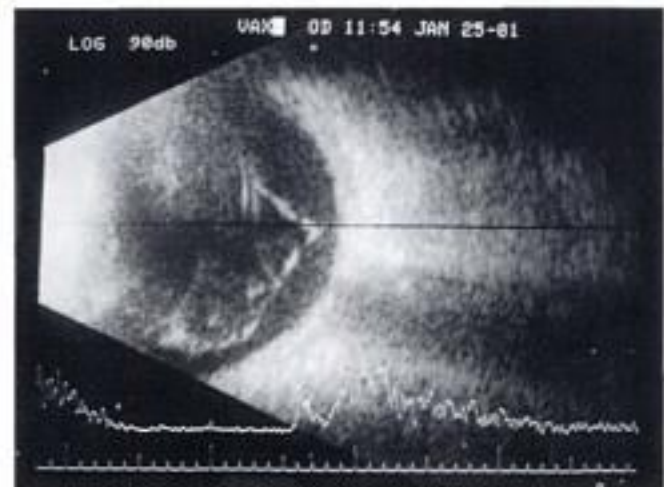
Échographie oculaire en mode B montrant une hémorragie intravitréenne et un décollement postérieur du vitré partiel.
